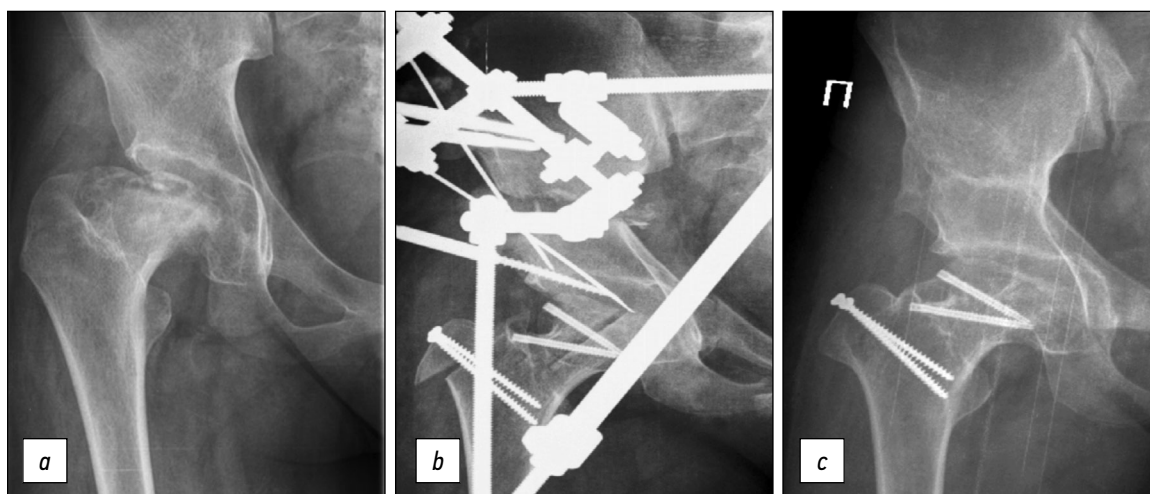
Рентгенограммы пациентки 15 лет: *a* — до лечения: вторичный коксартроз I степени, ишемическая деформация головки и проксимального отдела бедра вследствие болезни Пертеса (ISH 1,8; ATD 0 мм), вторичная дисплазия вертлужной впадины (WBZ 22°), децентрация головки правого бедра (ICAS 0,8, AHI 0,65); *b* — в процессе лечения: остеотомия таза, хирургический вывих бедра, уменьшающая остеотомия головки бедра; *c* — через 3 года: ATD 10 мм, WBZ 0°, AHI 0,95.
